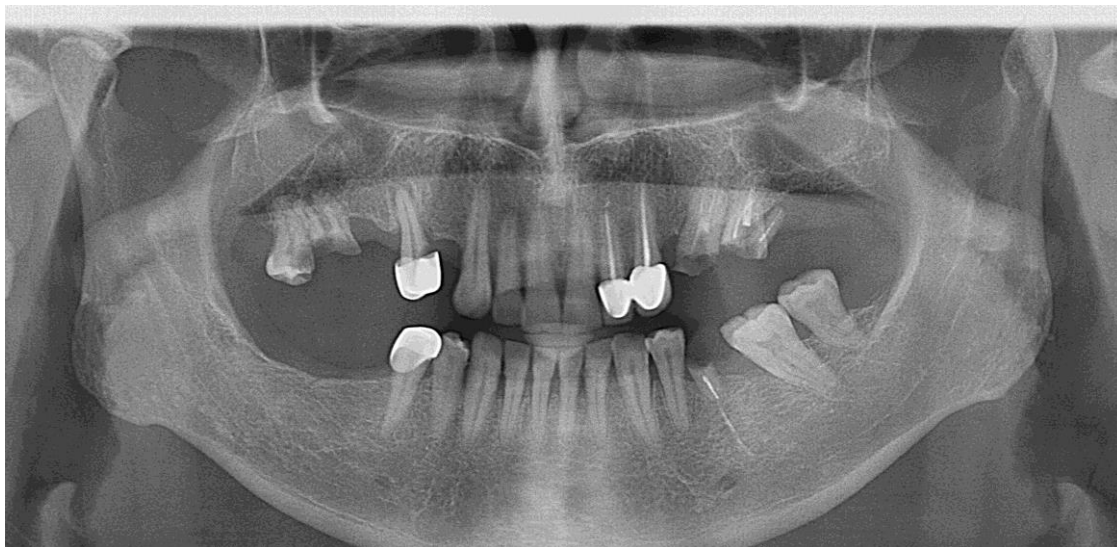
Ортопантомограма пацієнтка К. 1970 р.н.. Результати нераціонального протезування.
